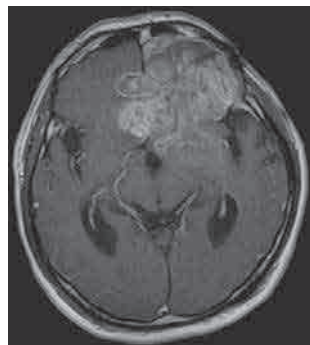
再発時頭部造影 MRI (T1Gd). 左前頭葉の腫瘍が増大している.
